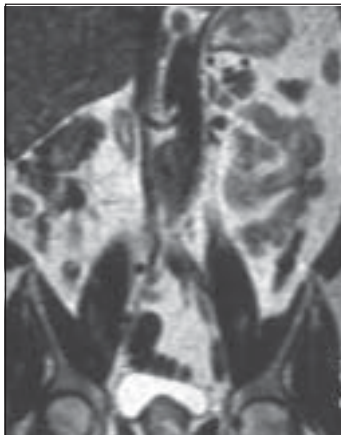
Resonancia magnética nuclear evidencia a) Masa periaórtica infrarrenal hipointensa en T2 y b) Alta tasa de captación persistente y tardía con gadolinio.
